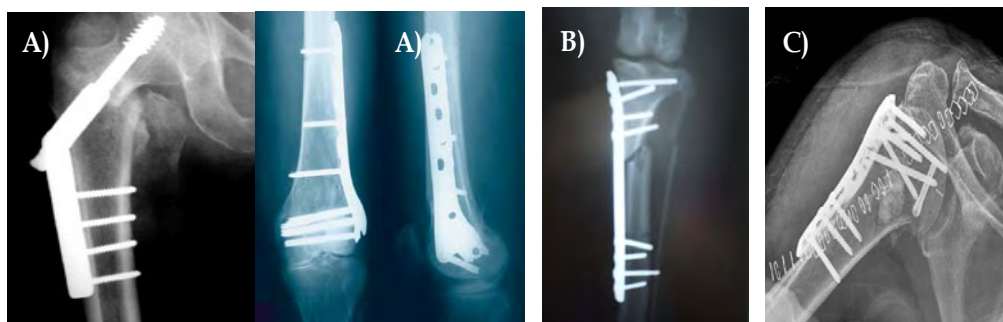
Radiografías de implantes extramedulares colocados en: A) fémur, B) tibia y C) húmero
